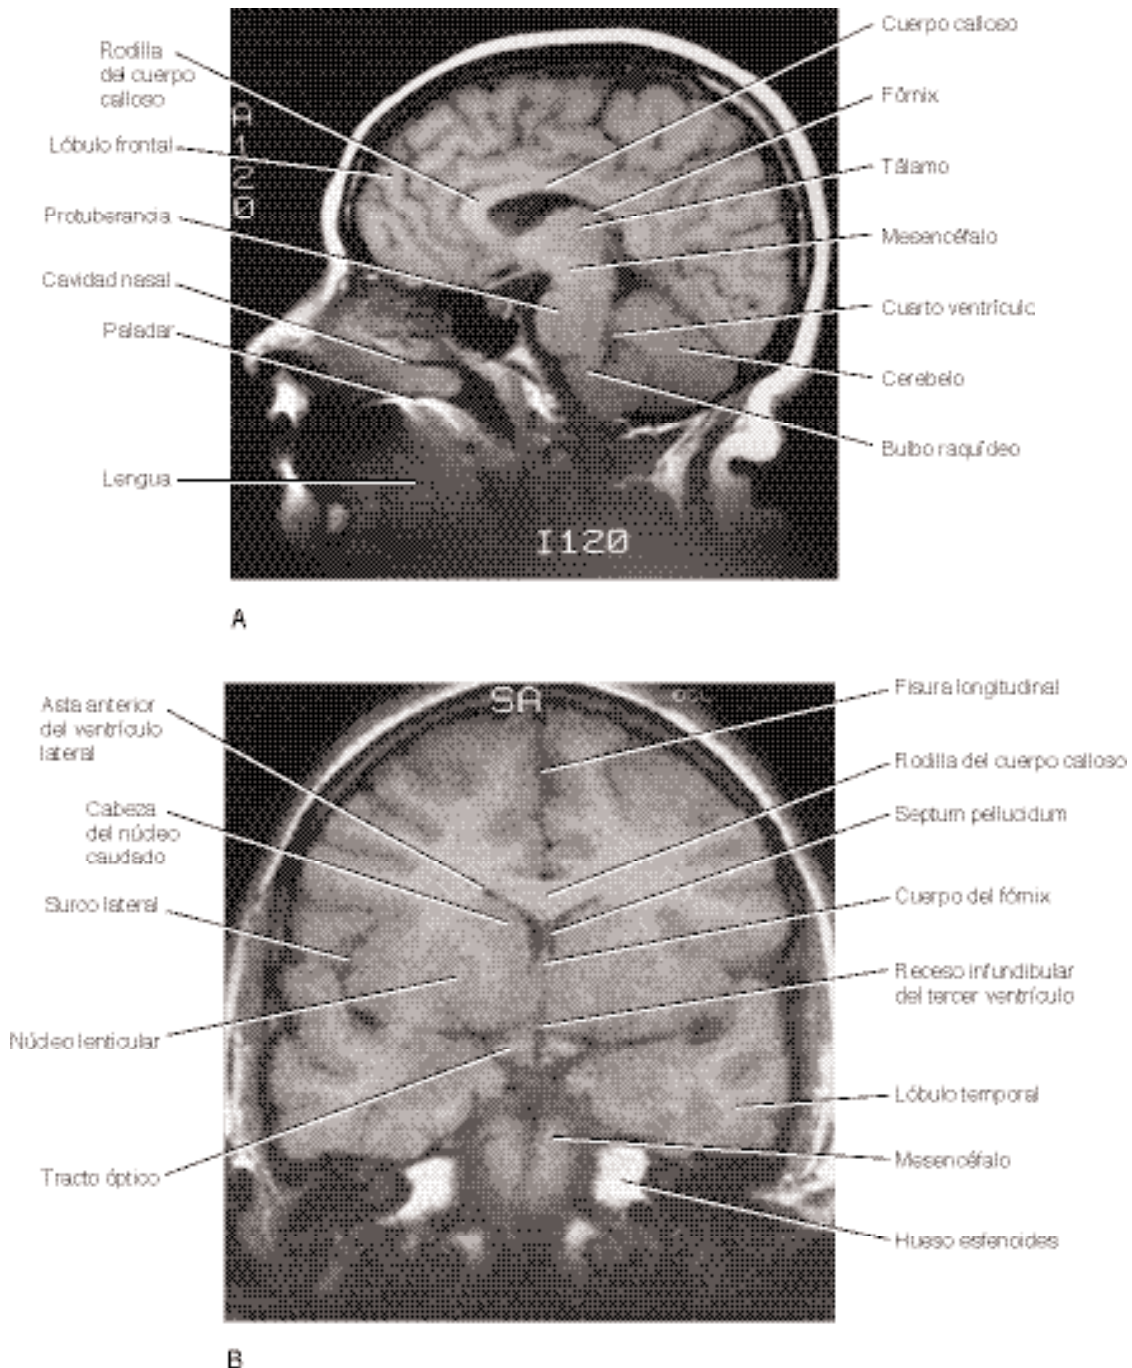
RM que muestra la estructura del encéfalo. A. Sagital. B. Coronal. Compárese con la figura 1-23. Obsérvese la mejor diferenciación entre sustancia gris y sustancia blanca.
